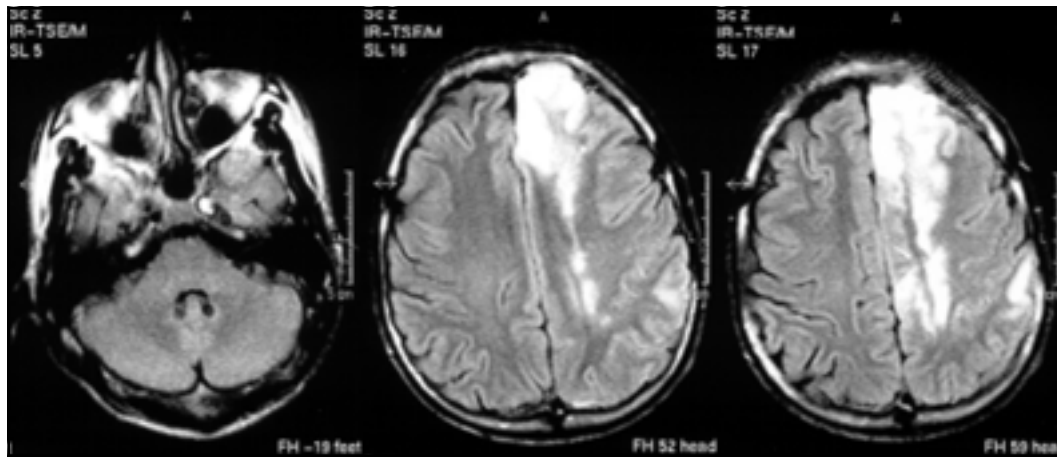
RM de encéfalo (axial FLAIR) mostrando trombo na artéria carótida interna esquerda e infarto envolvendo território das artérias cerebral anterior e média esquerdas e zonas limítrofes.
